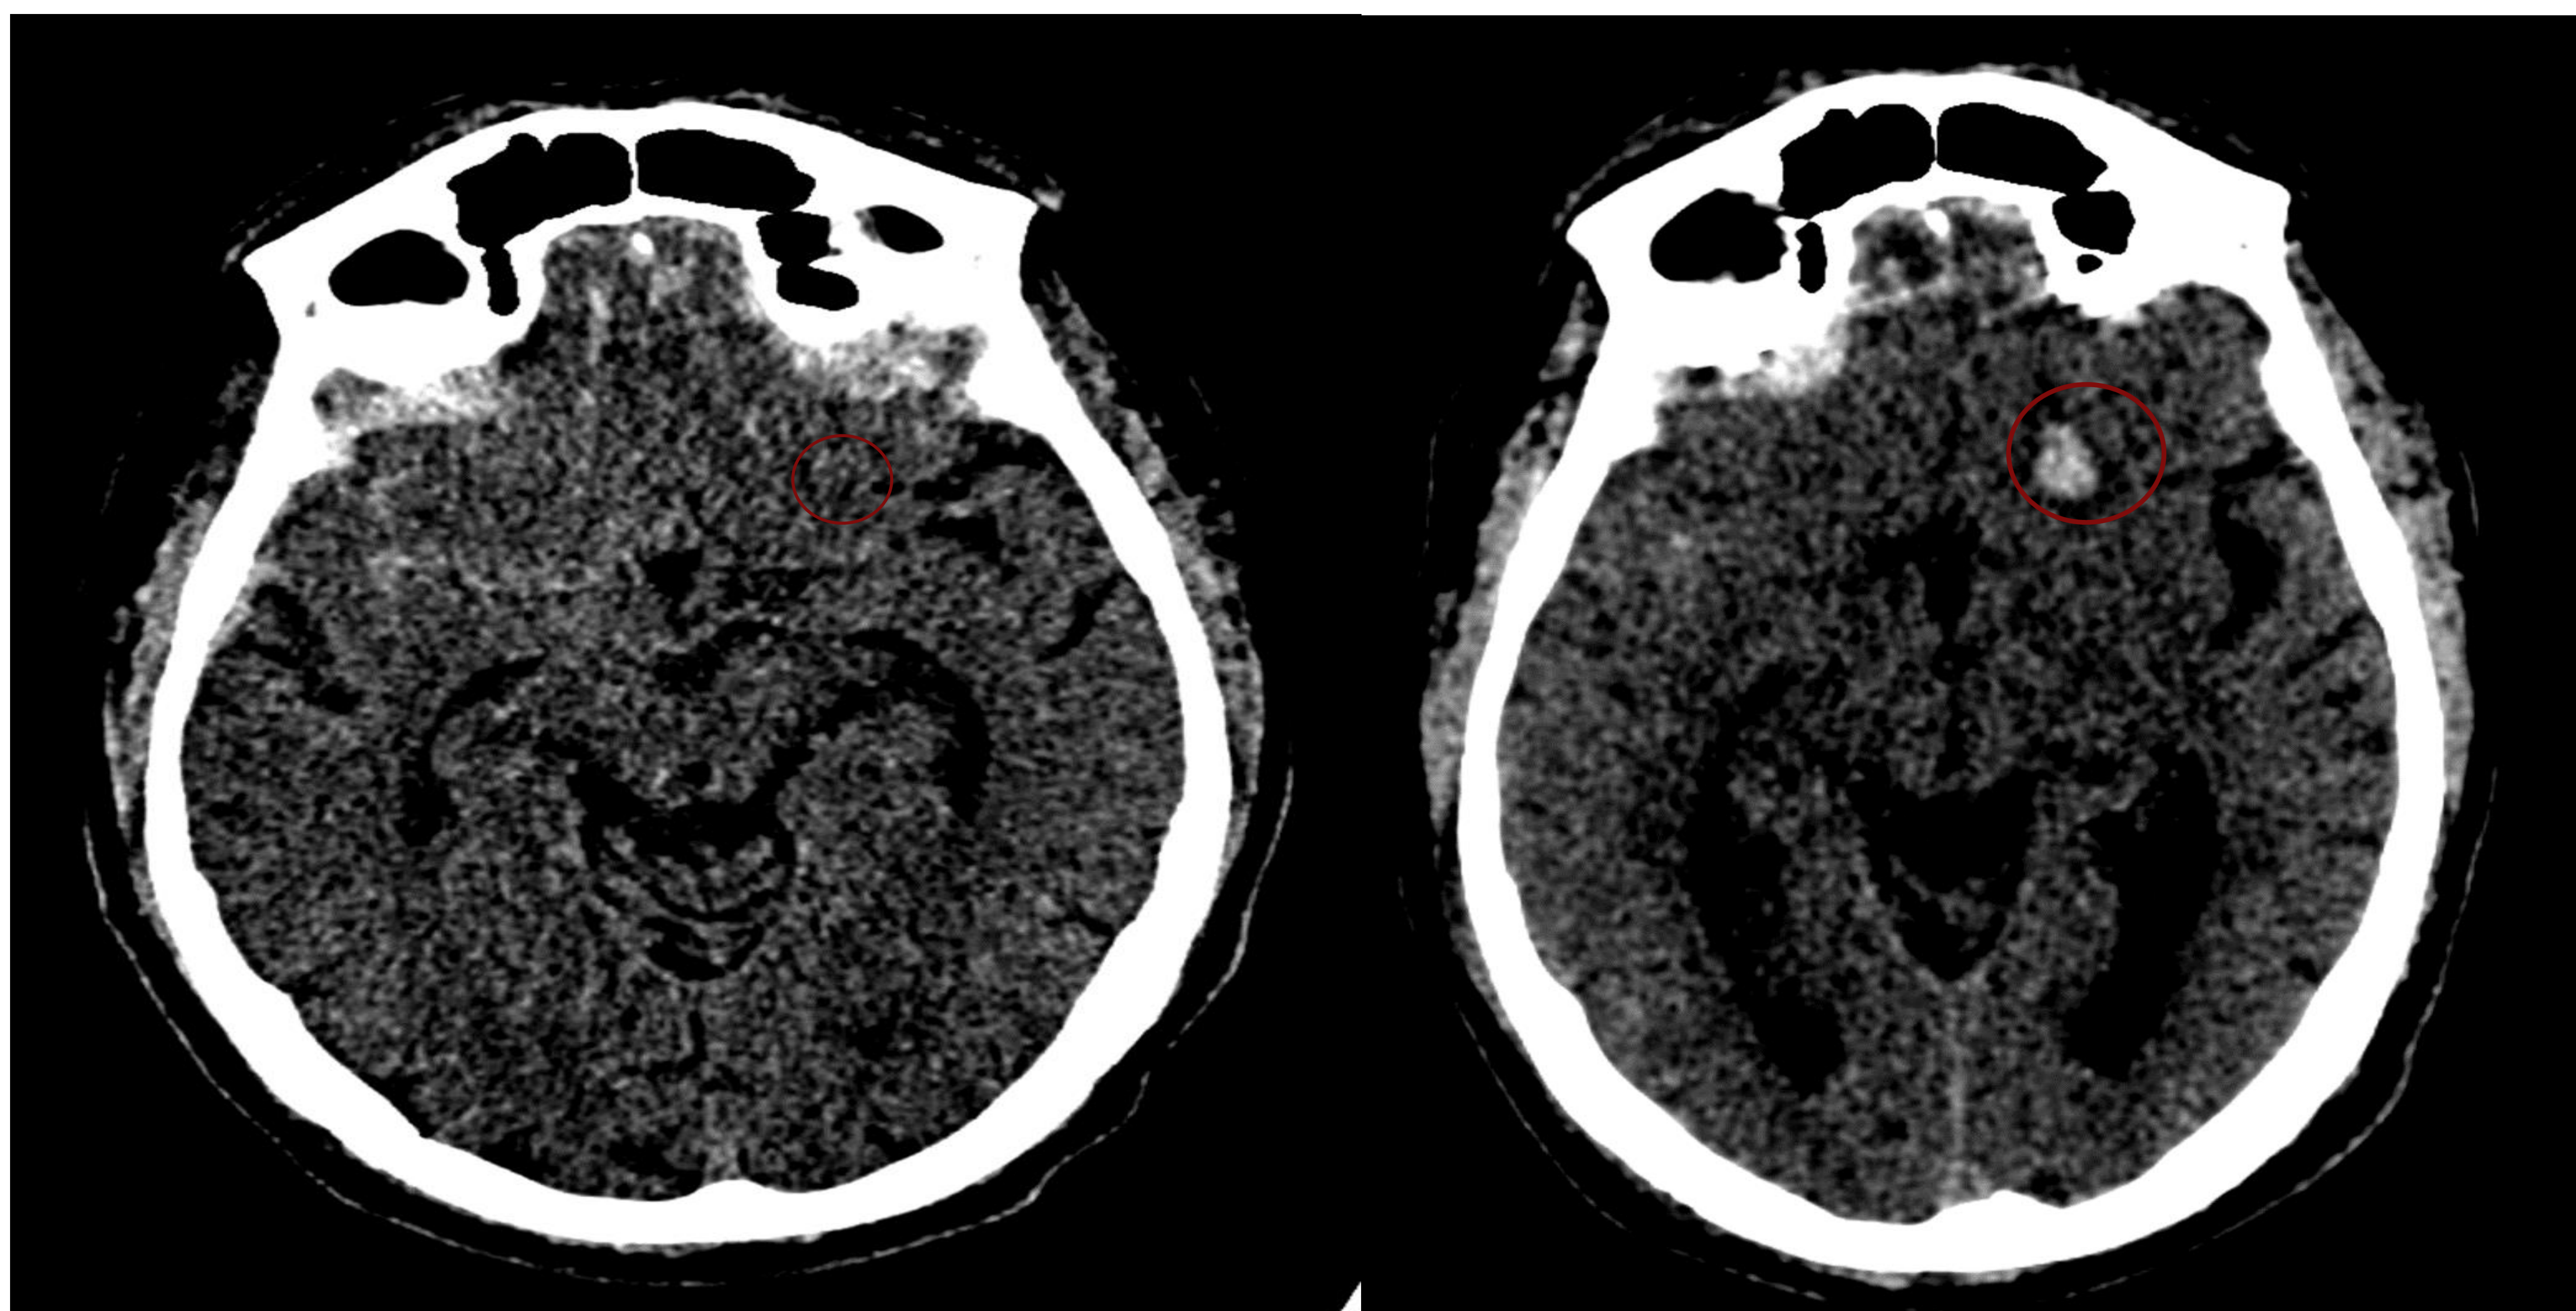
Hematoma intraparenquimatoso tardío. En la figura A se observa hematoma subdural frontobasal nilateral así como GSA en surcos olfatorios y en extensión Silviana derecha. No se observa hemorragias intraaxiales. En un TC realizado a las 48h, se observan los mismos hallazgos, con la aparición de una contusión hemorrágica frontobasal izquierda (círculo).
